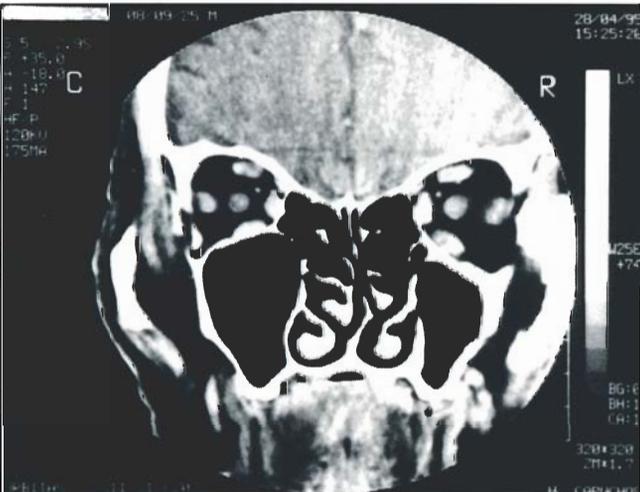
TC orbitária aos 3 meses de terapêutica
